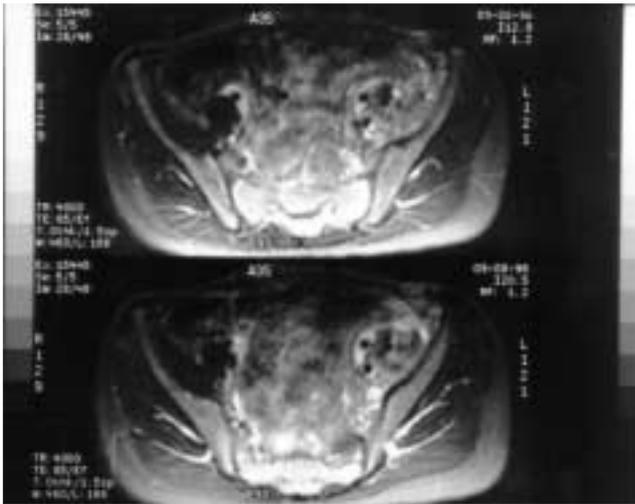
RMN abdominal caso 2: aumento de tamaño del músculo psoas izquierdo con ocupación del espacio interarticular sacroilíaco, compatible con absceso de psoas y sacroileítis.
